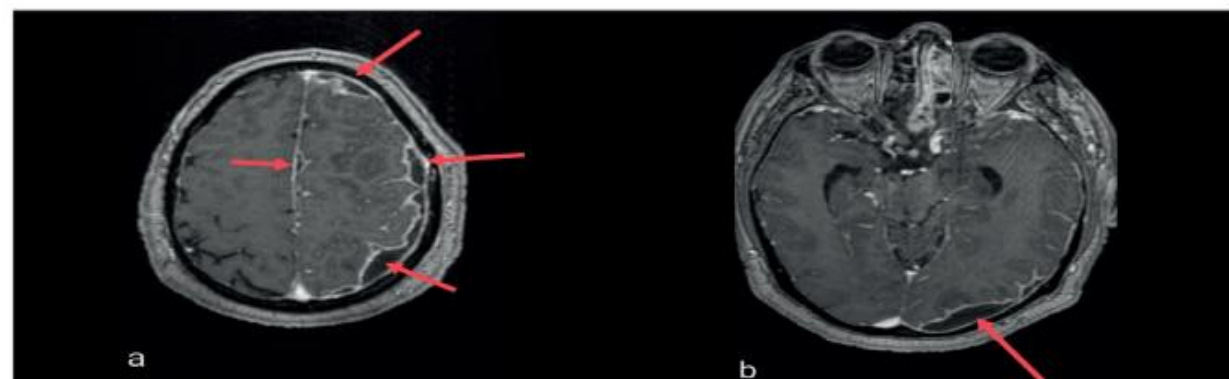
T1- weighted contrast-enhanced MRI: a. the appearance of new lesions in the interhemispheric fissure, approximately 5 mm in size; a-b. increased size of the left subdural empyema compared to the previous examination; all the lesions have peripheral enhancement.
